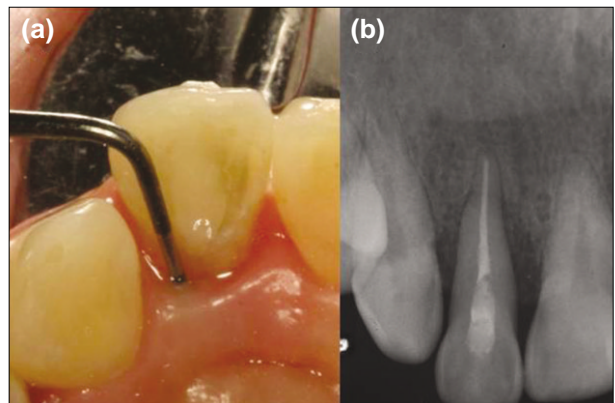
Three month follow-up. Clinical photo (a) and Periapical radiograph (b).
